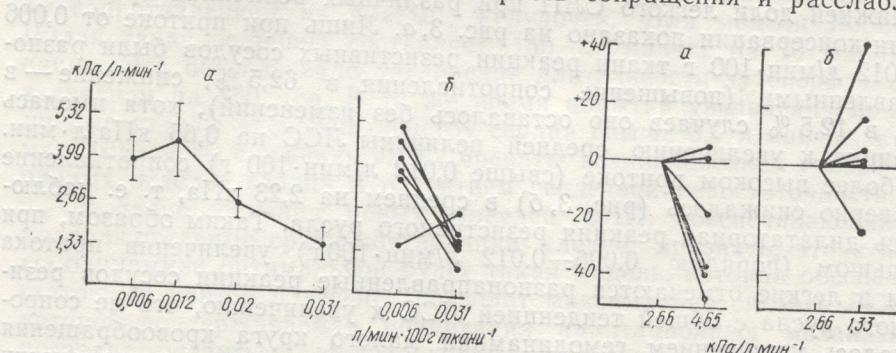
Изменения ЛСС (по вертикали) в ответ на увеличение перфузионного кровотока (по горизонтали) — (средние данные).
